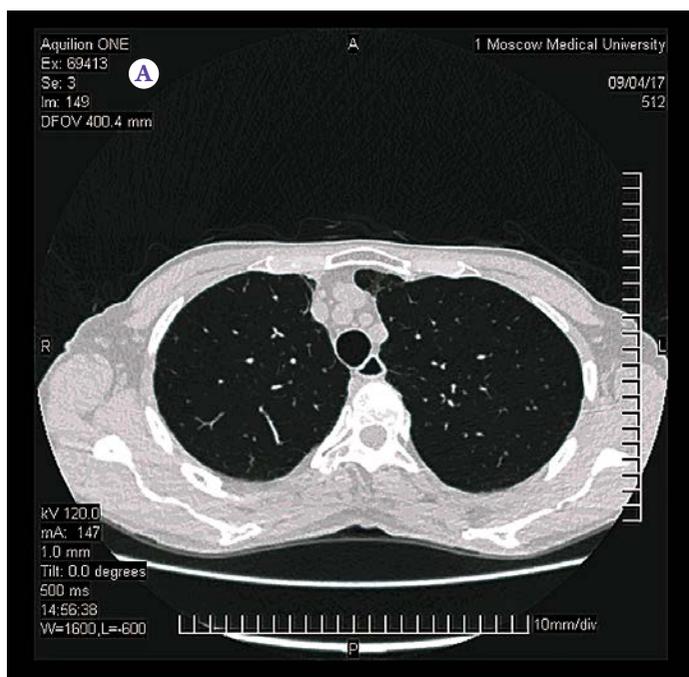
Данные мультиспиральной компьютерной томографии от 09.09.2017 г.
